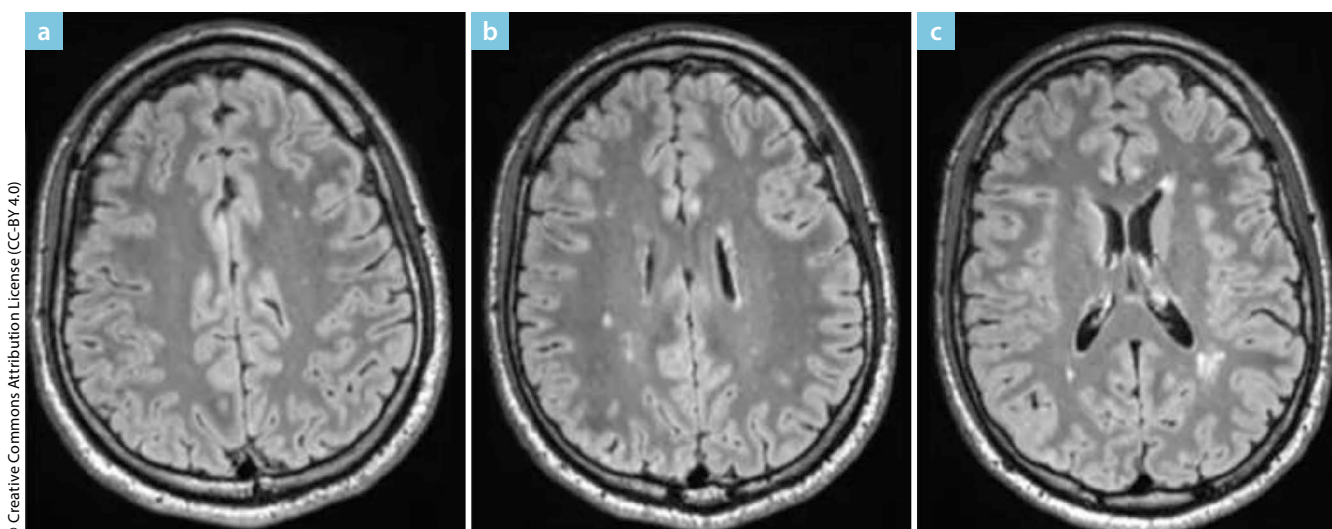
Postentzündliche MRT-Veränderungen bei einem Patienten Anfang 20 (siehe Fall 3) mit atypischer Zwangsstörung und neuropsychiatrischem Lupus erythematoses (aus [25])
